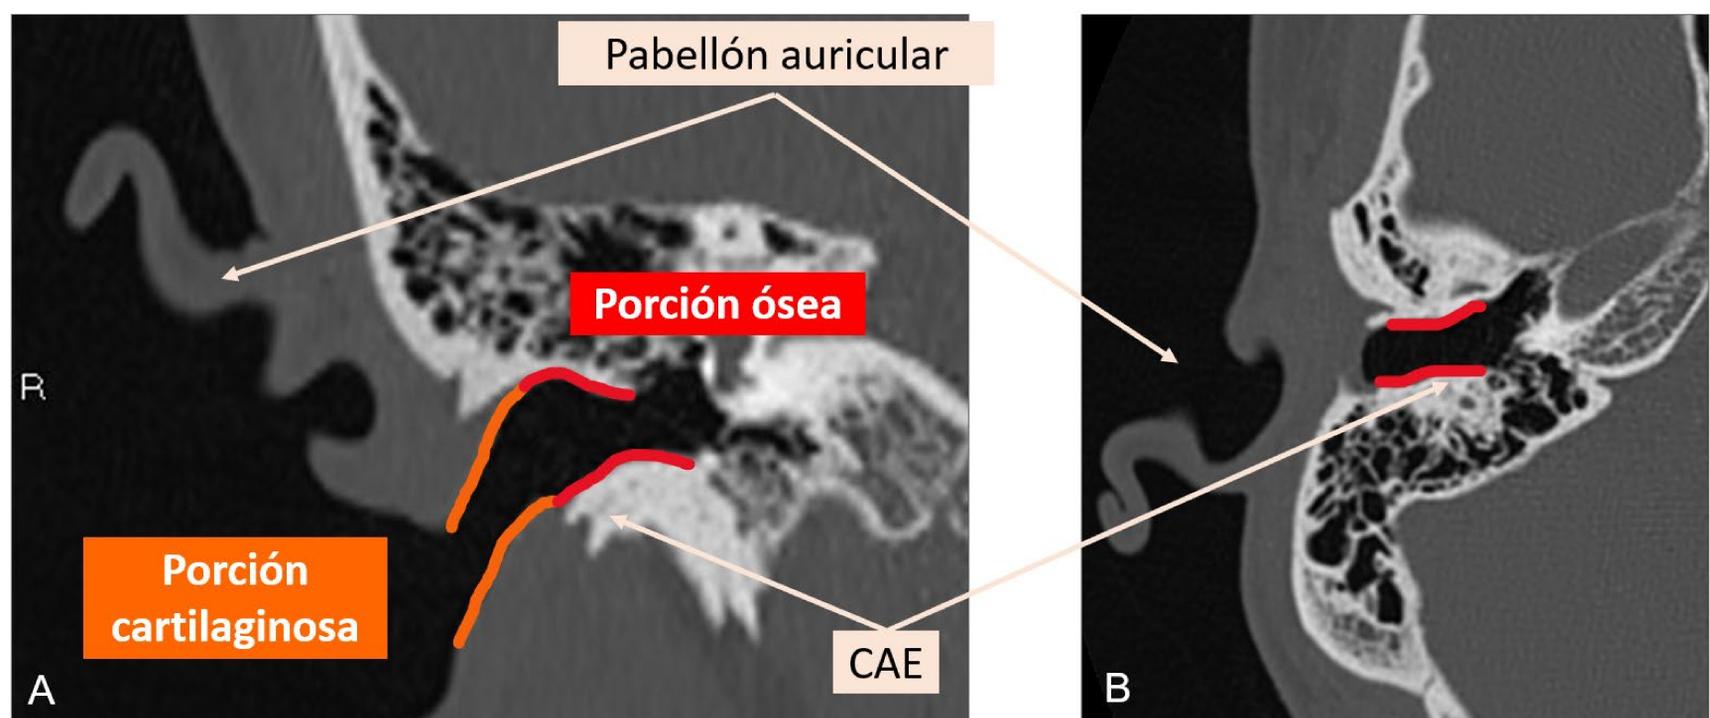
Imágenes de TC en plano coronal (A) y axial (B) del oído. Se señala el pabellón auricular y la porción cartilaginosa (naranja) y ósea (rojo) del CAE.
